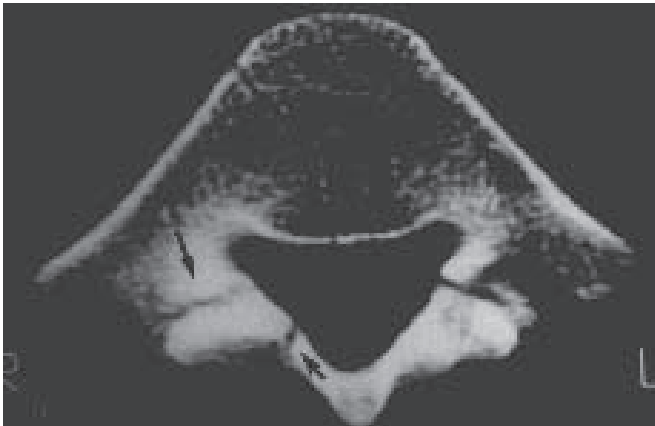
Tomografia axial computadorizada do paciente da figura 12. Notar fratura da lâmina direita de L5 (seta menor) e espondilólise (seta maior) da mesma lâmina.
